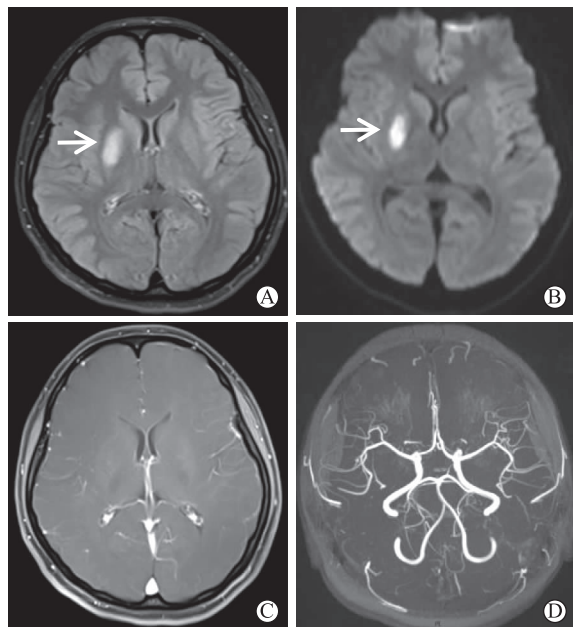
病例2MR显示右侧基底节新发缺血灶, FLAIR、DWI呈高信号(A, B), 未见强化(C), MRA未见明显异常(D)
